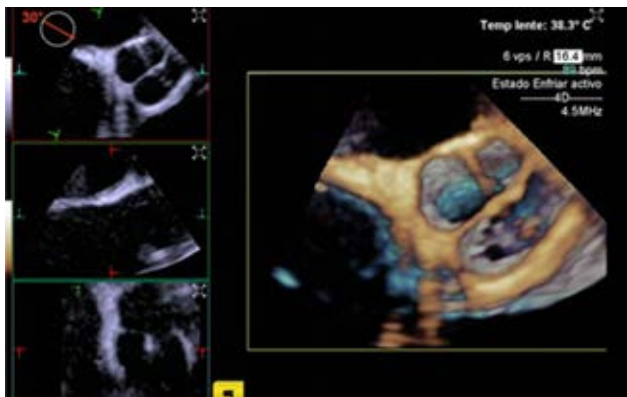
Ecocardiograma transesofágico en esófago medio con reconstrucción 3D de válvula aórtica cuatrilvalva a 30° en eje corto.
